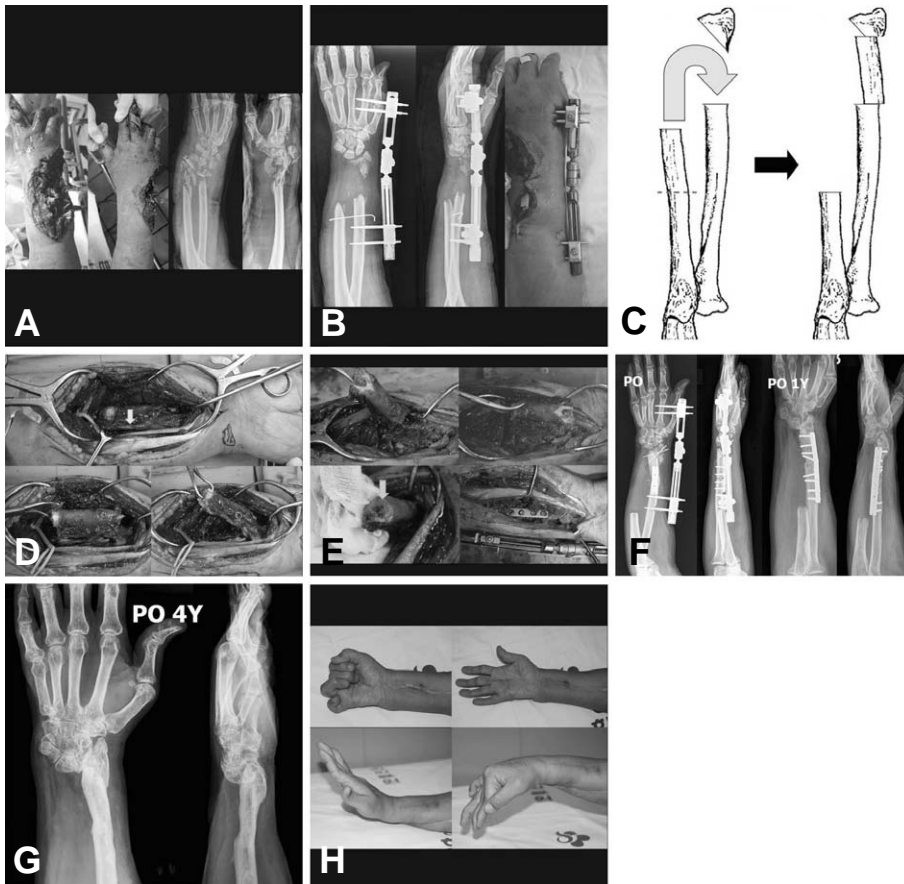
(A) 48-years-old man visited our hospital due to severe comminuted open fracture of distal forearm both bones and defect of soft tissue by crushing injury. (B) Debridement and temporary external fixation was done for preventing infection and keeping length of forearm. (C) This picture showed that how segmented ulna bone would be transposed to radius for reconstruction of radial defect. (D, E) Anterior interosseous artery based vascularized segmental ulna bone was harvested and transposed into defect of radius, and then fixed by plate. (F) X-ray was checked postoperative and 1 year later. (G, H) These pictures showed complete bony union and satisfactory functional status 4 years later after operation.
